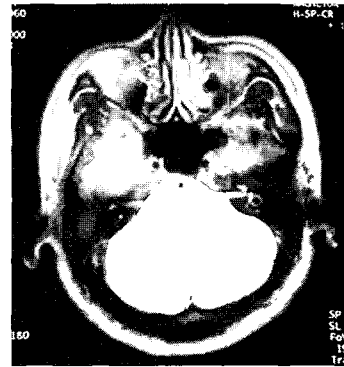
A T2-weighted transverse brain MR image shows cerebellar atrophy.
